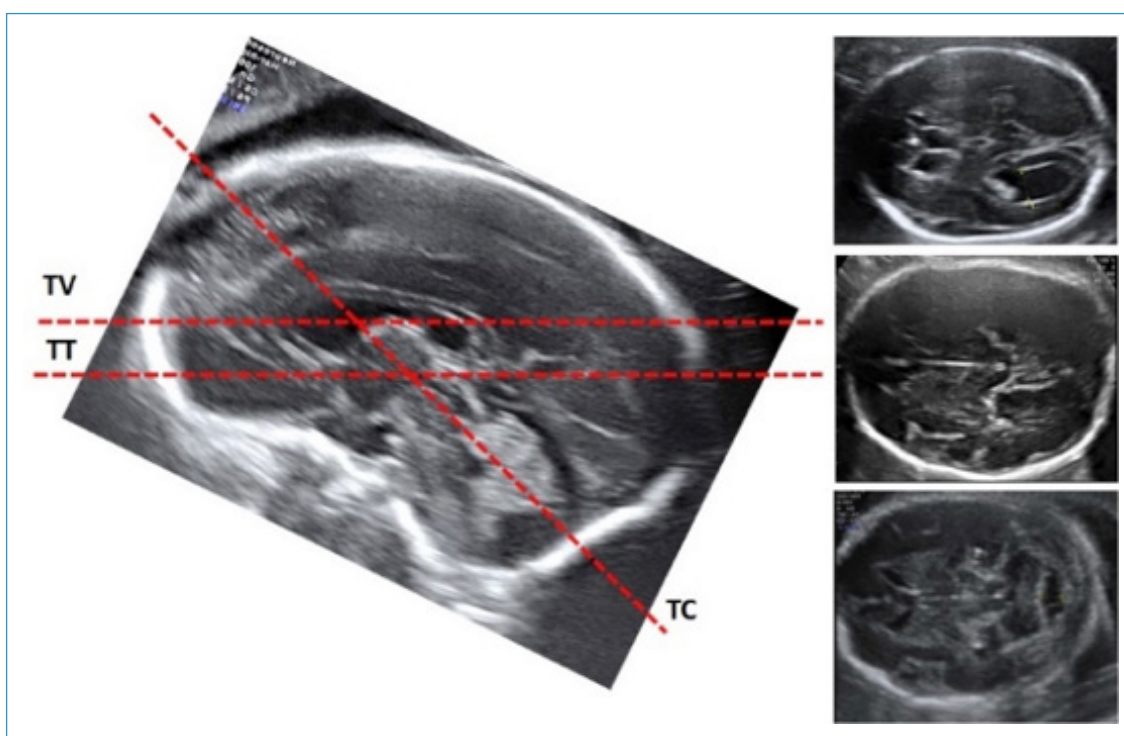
Cortes básicos de la ecografía intracraneal. Las líneas de puntos muestran la situación de los planos transventricular (TV), transtalámico (TT) y transcerebelar (TC) y las estructuras de la línea media por las que discurren. Se observa el paralelismo entre los planos TV y TT y el trayecto oblicuo del TC.
